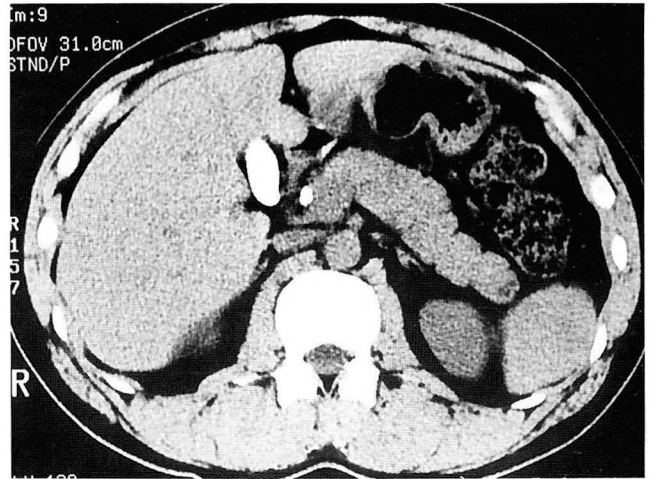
CT scan of the liver obtained 6 hours after oral contrast ingestion shows well opacification of the gallbladder and extrahepatic duct with contrast media.
